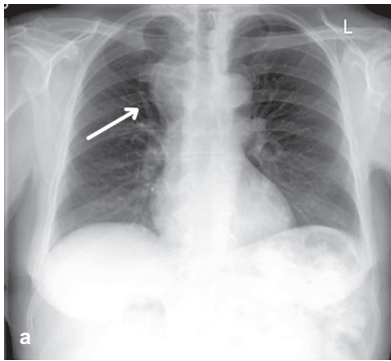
a) Röntgen-Thorax mit Mediastinalverbreiterung. b) CT-Thorax mit intrathorakalem Strumaanteil. [T604]
